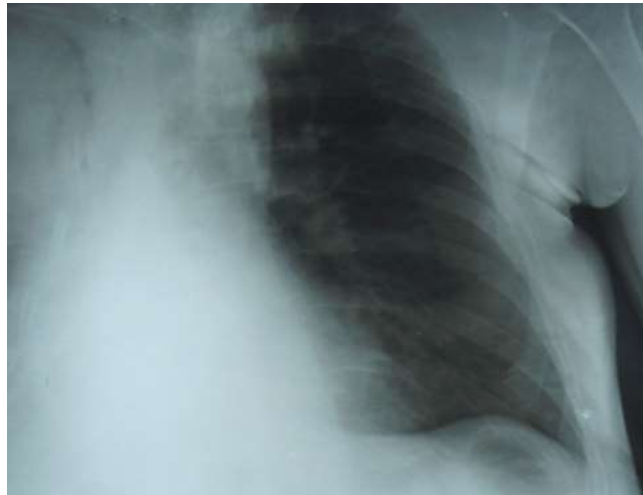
Оглядова рентгенограма того самого хворого після плевропневмонектомії і 6-ребрової інтраплевральної торакопластики
